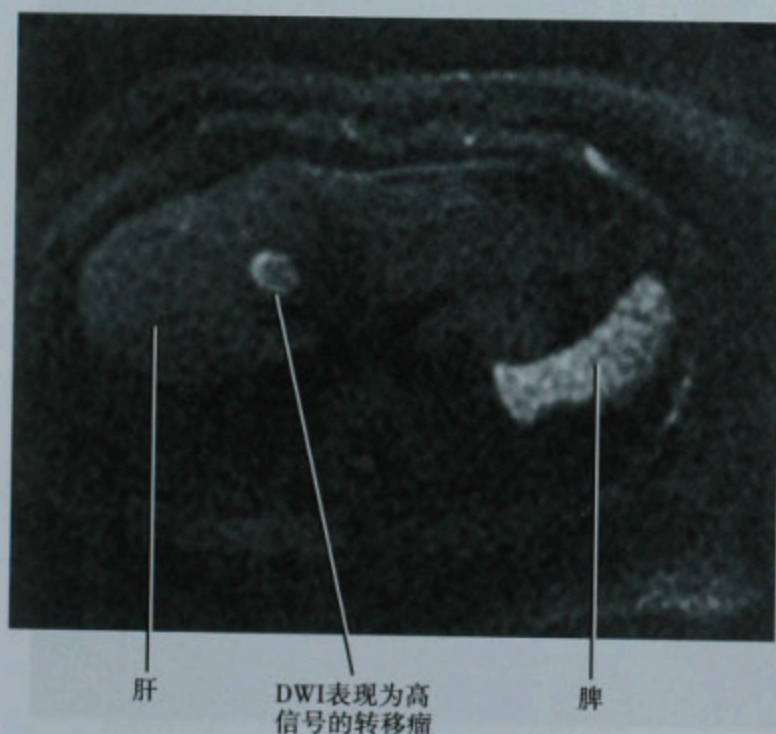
乳腺癌肝转移患者, 经肝顶的横断面 DWI (b 值为 500), 整个肝脏 DWI 成像完成于两次 14 秒的屏气
